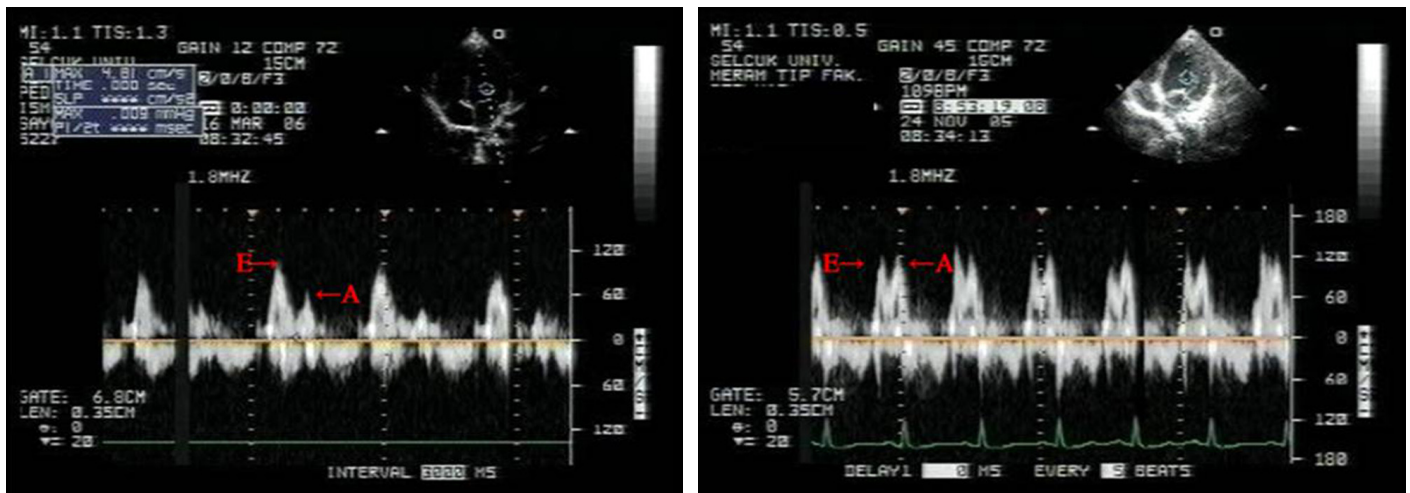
Mitral flow measurements with pulsed-wave Doppler imaging in patients with severe MR (left) and healthy control (right). E: Early mitral diastolic velocity; A: Late mitral diastolic velocity.
